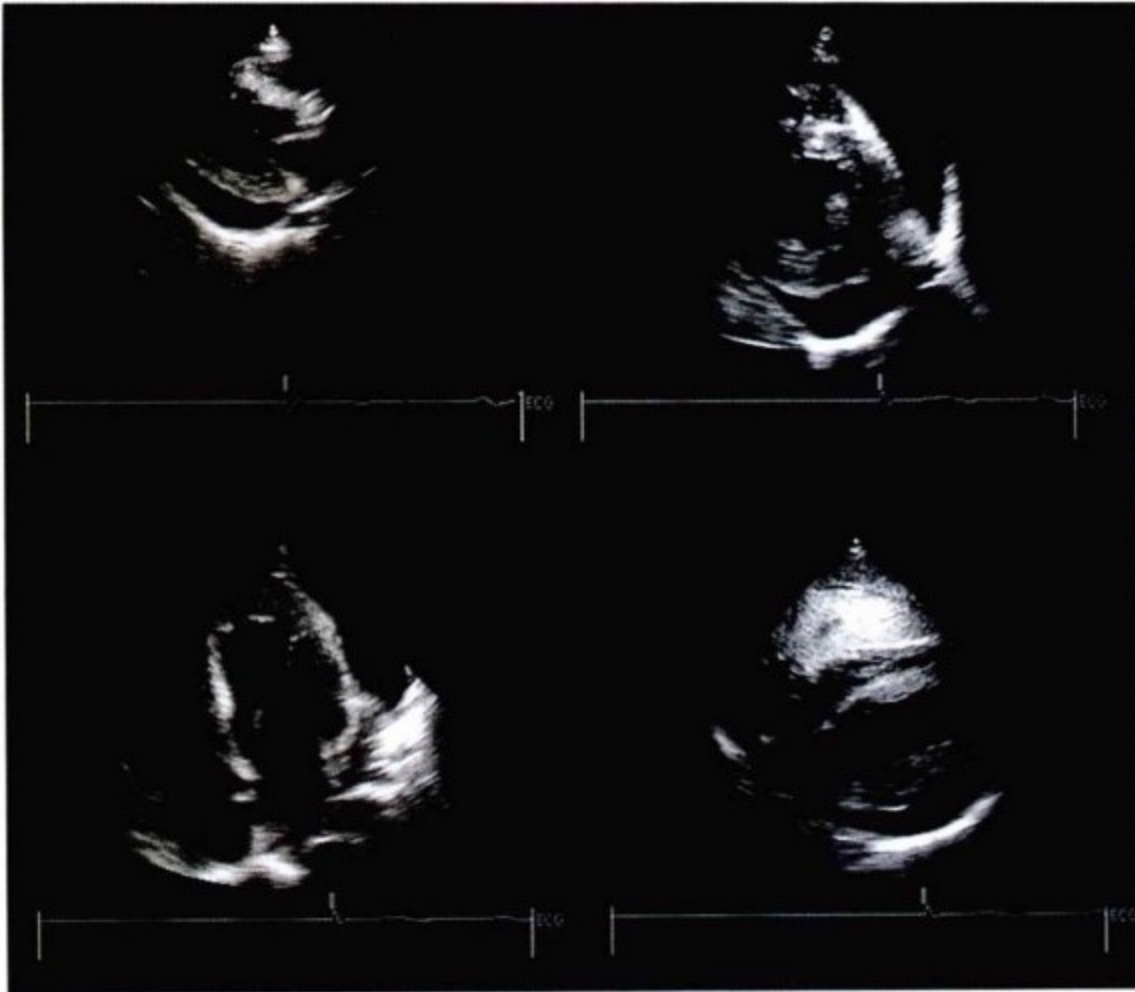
经胸超声心动图示中等量心包积液,厚度1~2cm。积液主要集中在后部,由于不均匀分布,一些角度比其他角度显示更明显。
